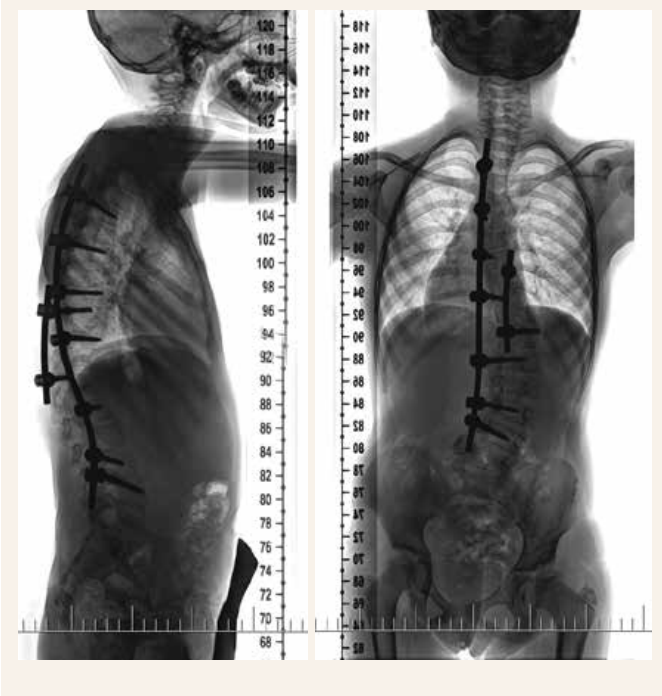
RTG-snímky 8 mesiacov od operačného výkonu na chrbtici. Archív autora
